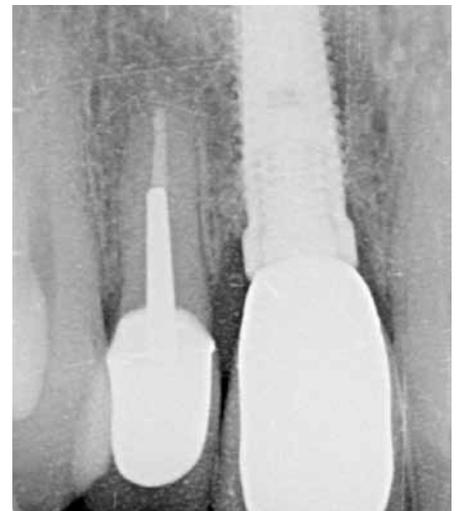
Röntgenkontrolle fünf Jahre nach Belastung.
